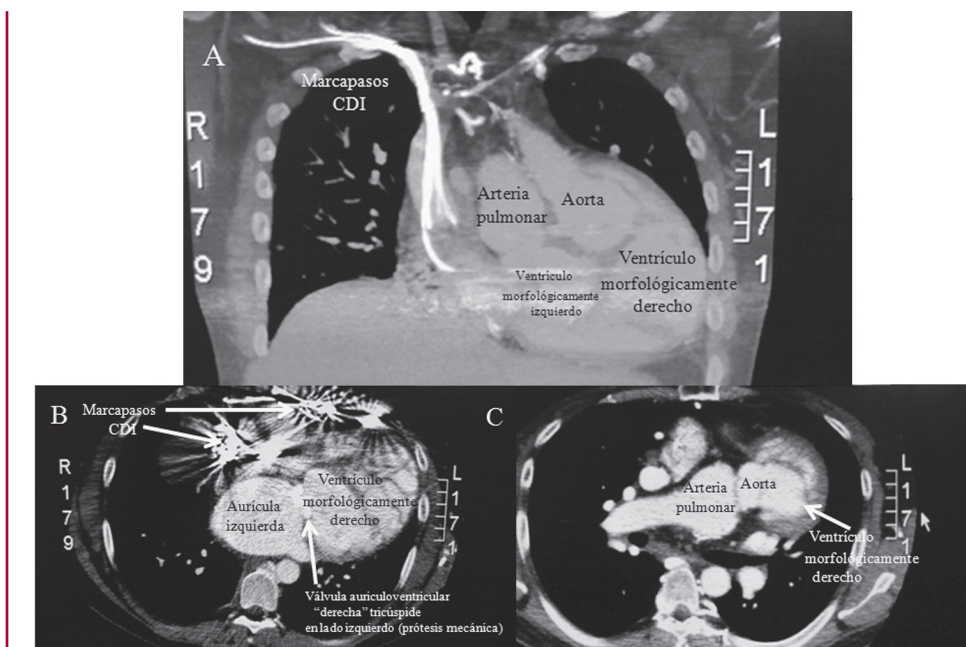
A-C. Angiotomografía de tórax preimplante. CDI: Cardiodesfibriladorimplantable.
